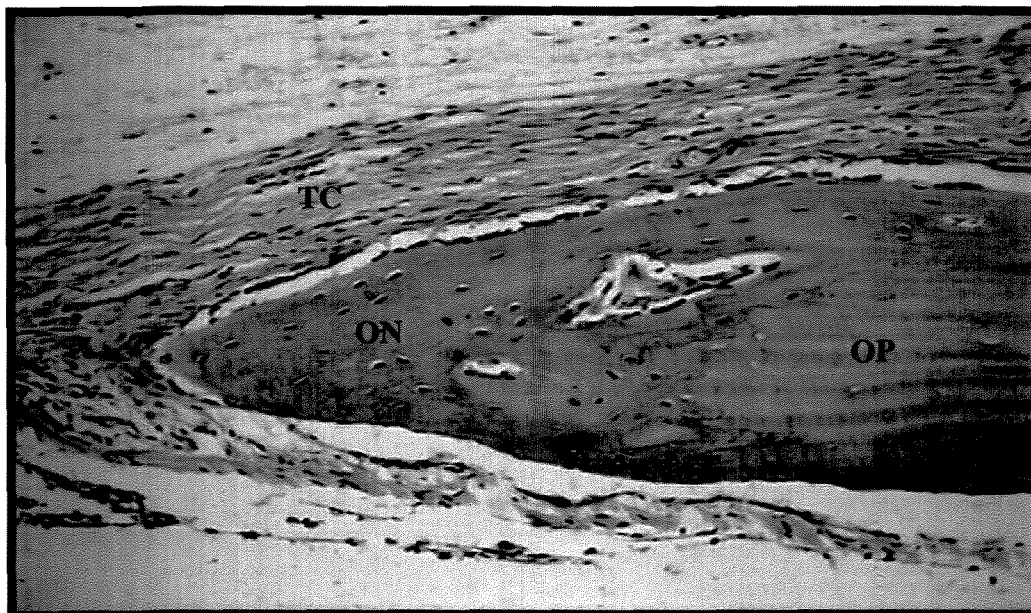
Grupo controle, período de 28 dias. TC tecido conjuntivo; ON osso neoformado; OP osso pré-existente. HE. Aumento de 160X.
